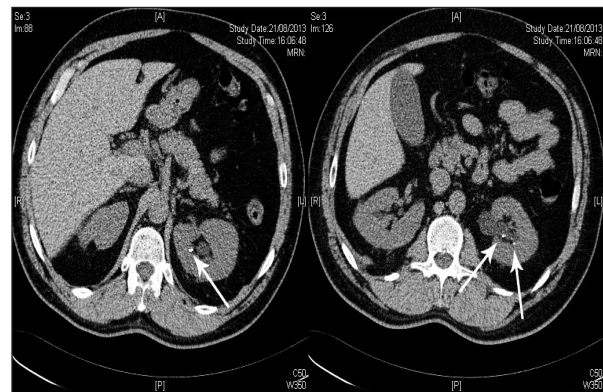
CT scanner réalisé post-lithotritie. Multiples calculs dans le rein gauche (flèches fines).
